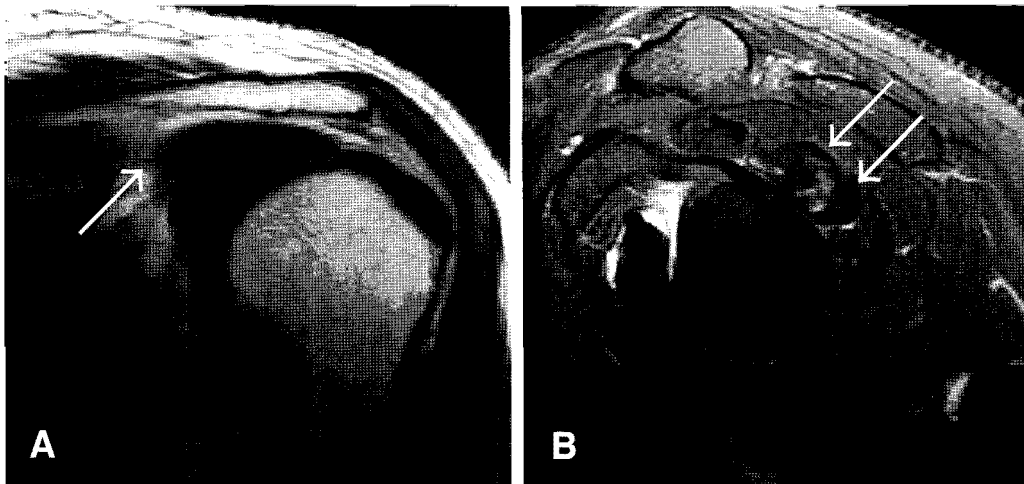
(A) Oblique Coronal T1-weighted image showed low signal intensity mass lesion (arrow head) in the posterosuperior region of the joint (B) Sagittal T2-weighted image showed mixed signal intensity lesion (arrow heads) posterior to the posterosuperior glenoid labrum.
